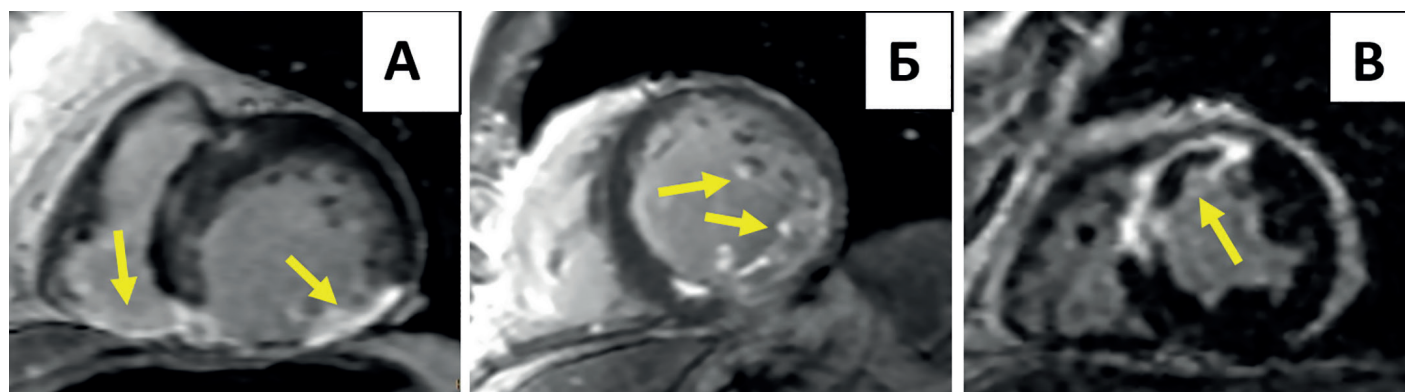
МРТ-сердца, отсроченное контрастирование, короткая ось левого желудочка.
